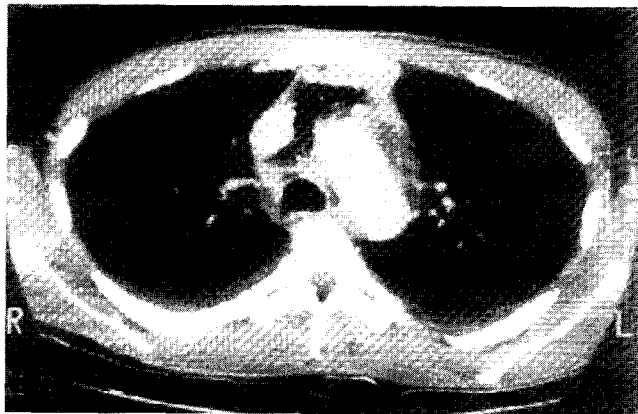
pre-op chest CT in patient 1 pneumomediastinum & soft tissue swelling were seen at the paravascular & pretracheal space.
